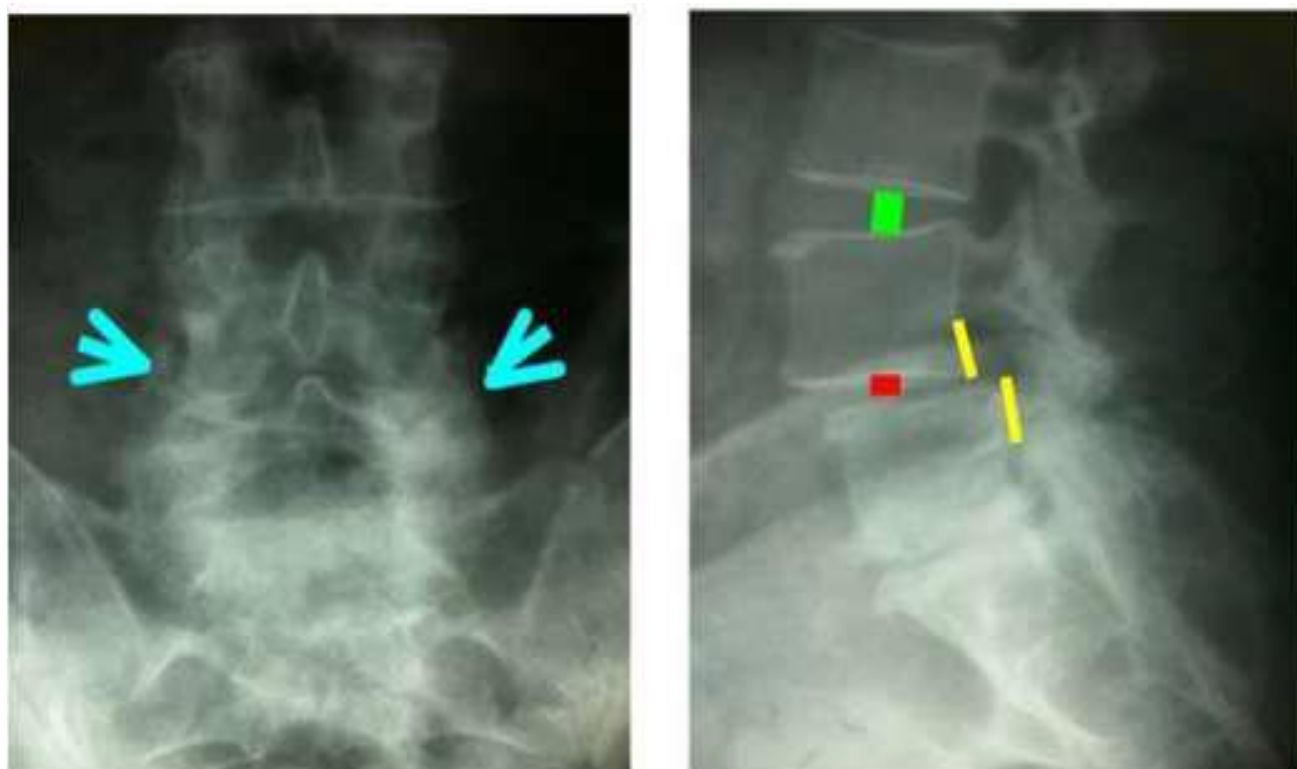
Radiographie lombaire de face et de profil montrant l'arthrose articulaire (Flèches), les discopathies en L4-L5 et L5-S1 et un spondylolisthésis en L4-L5.
